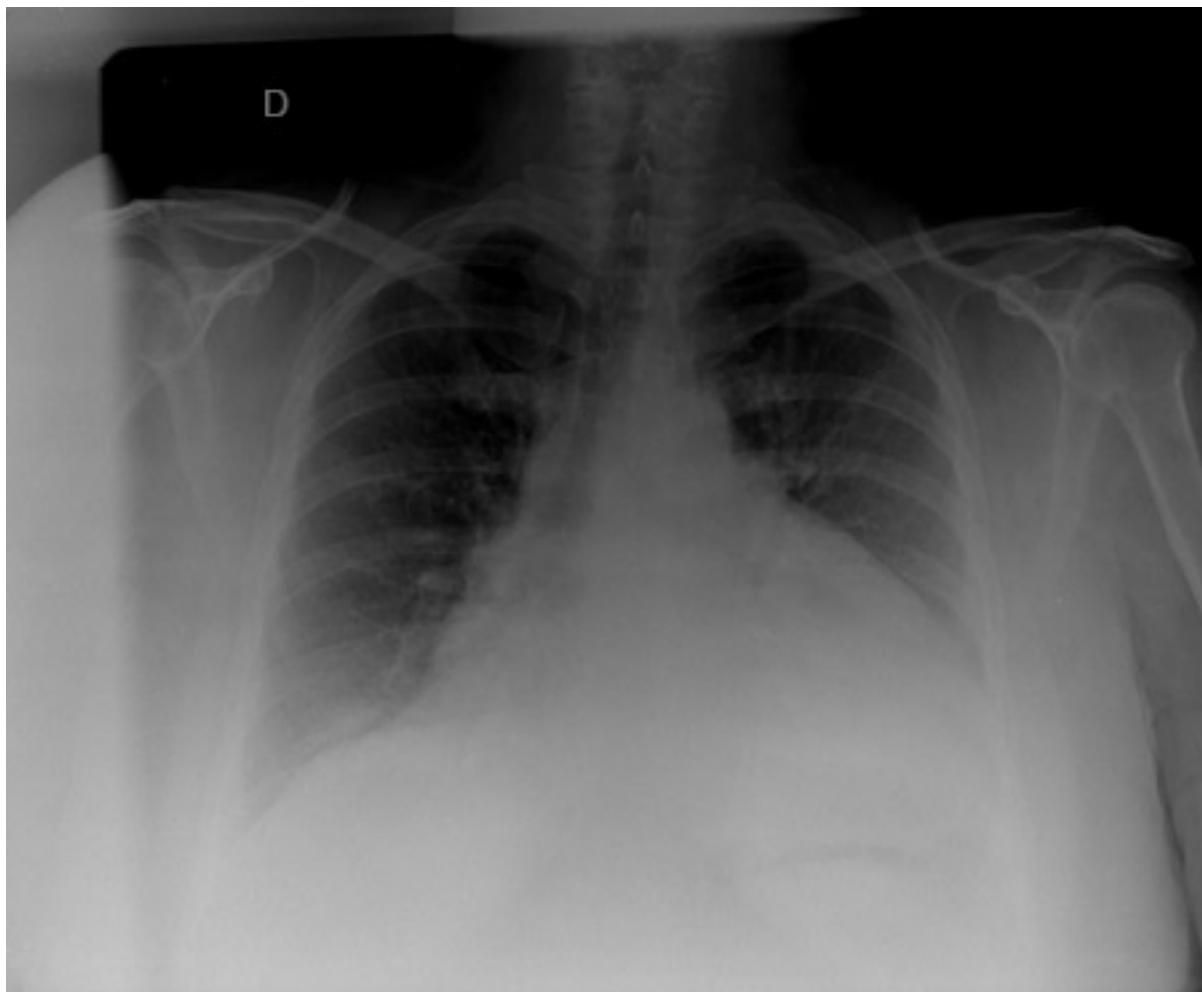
Radiografia torácica em um paciente com derrame pericárdico mostrando achados típicos de uma silhueta cardíaca em formato de garrafa d'água com uma faixa de gordura pericárdica evidente
